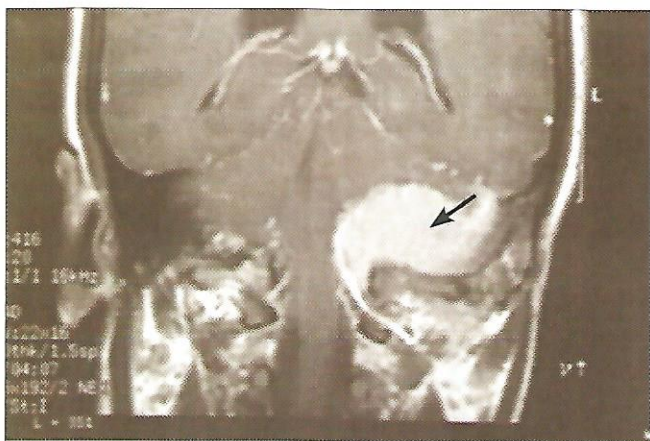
Meningioma de ângulo ponto-cerebelar à esquerda (seta) em ressonância magnética com gadolínio (corte coronal). Caso operado em março de 2002.
